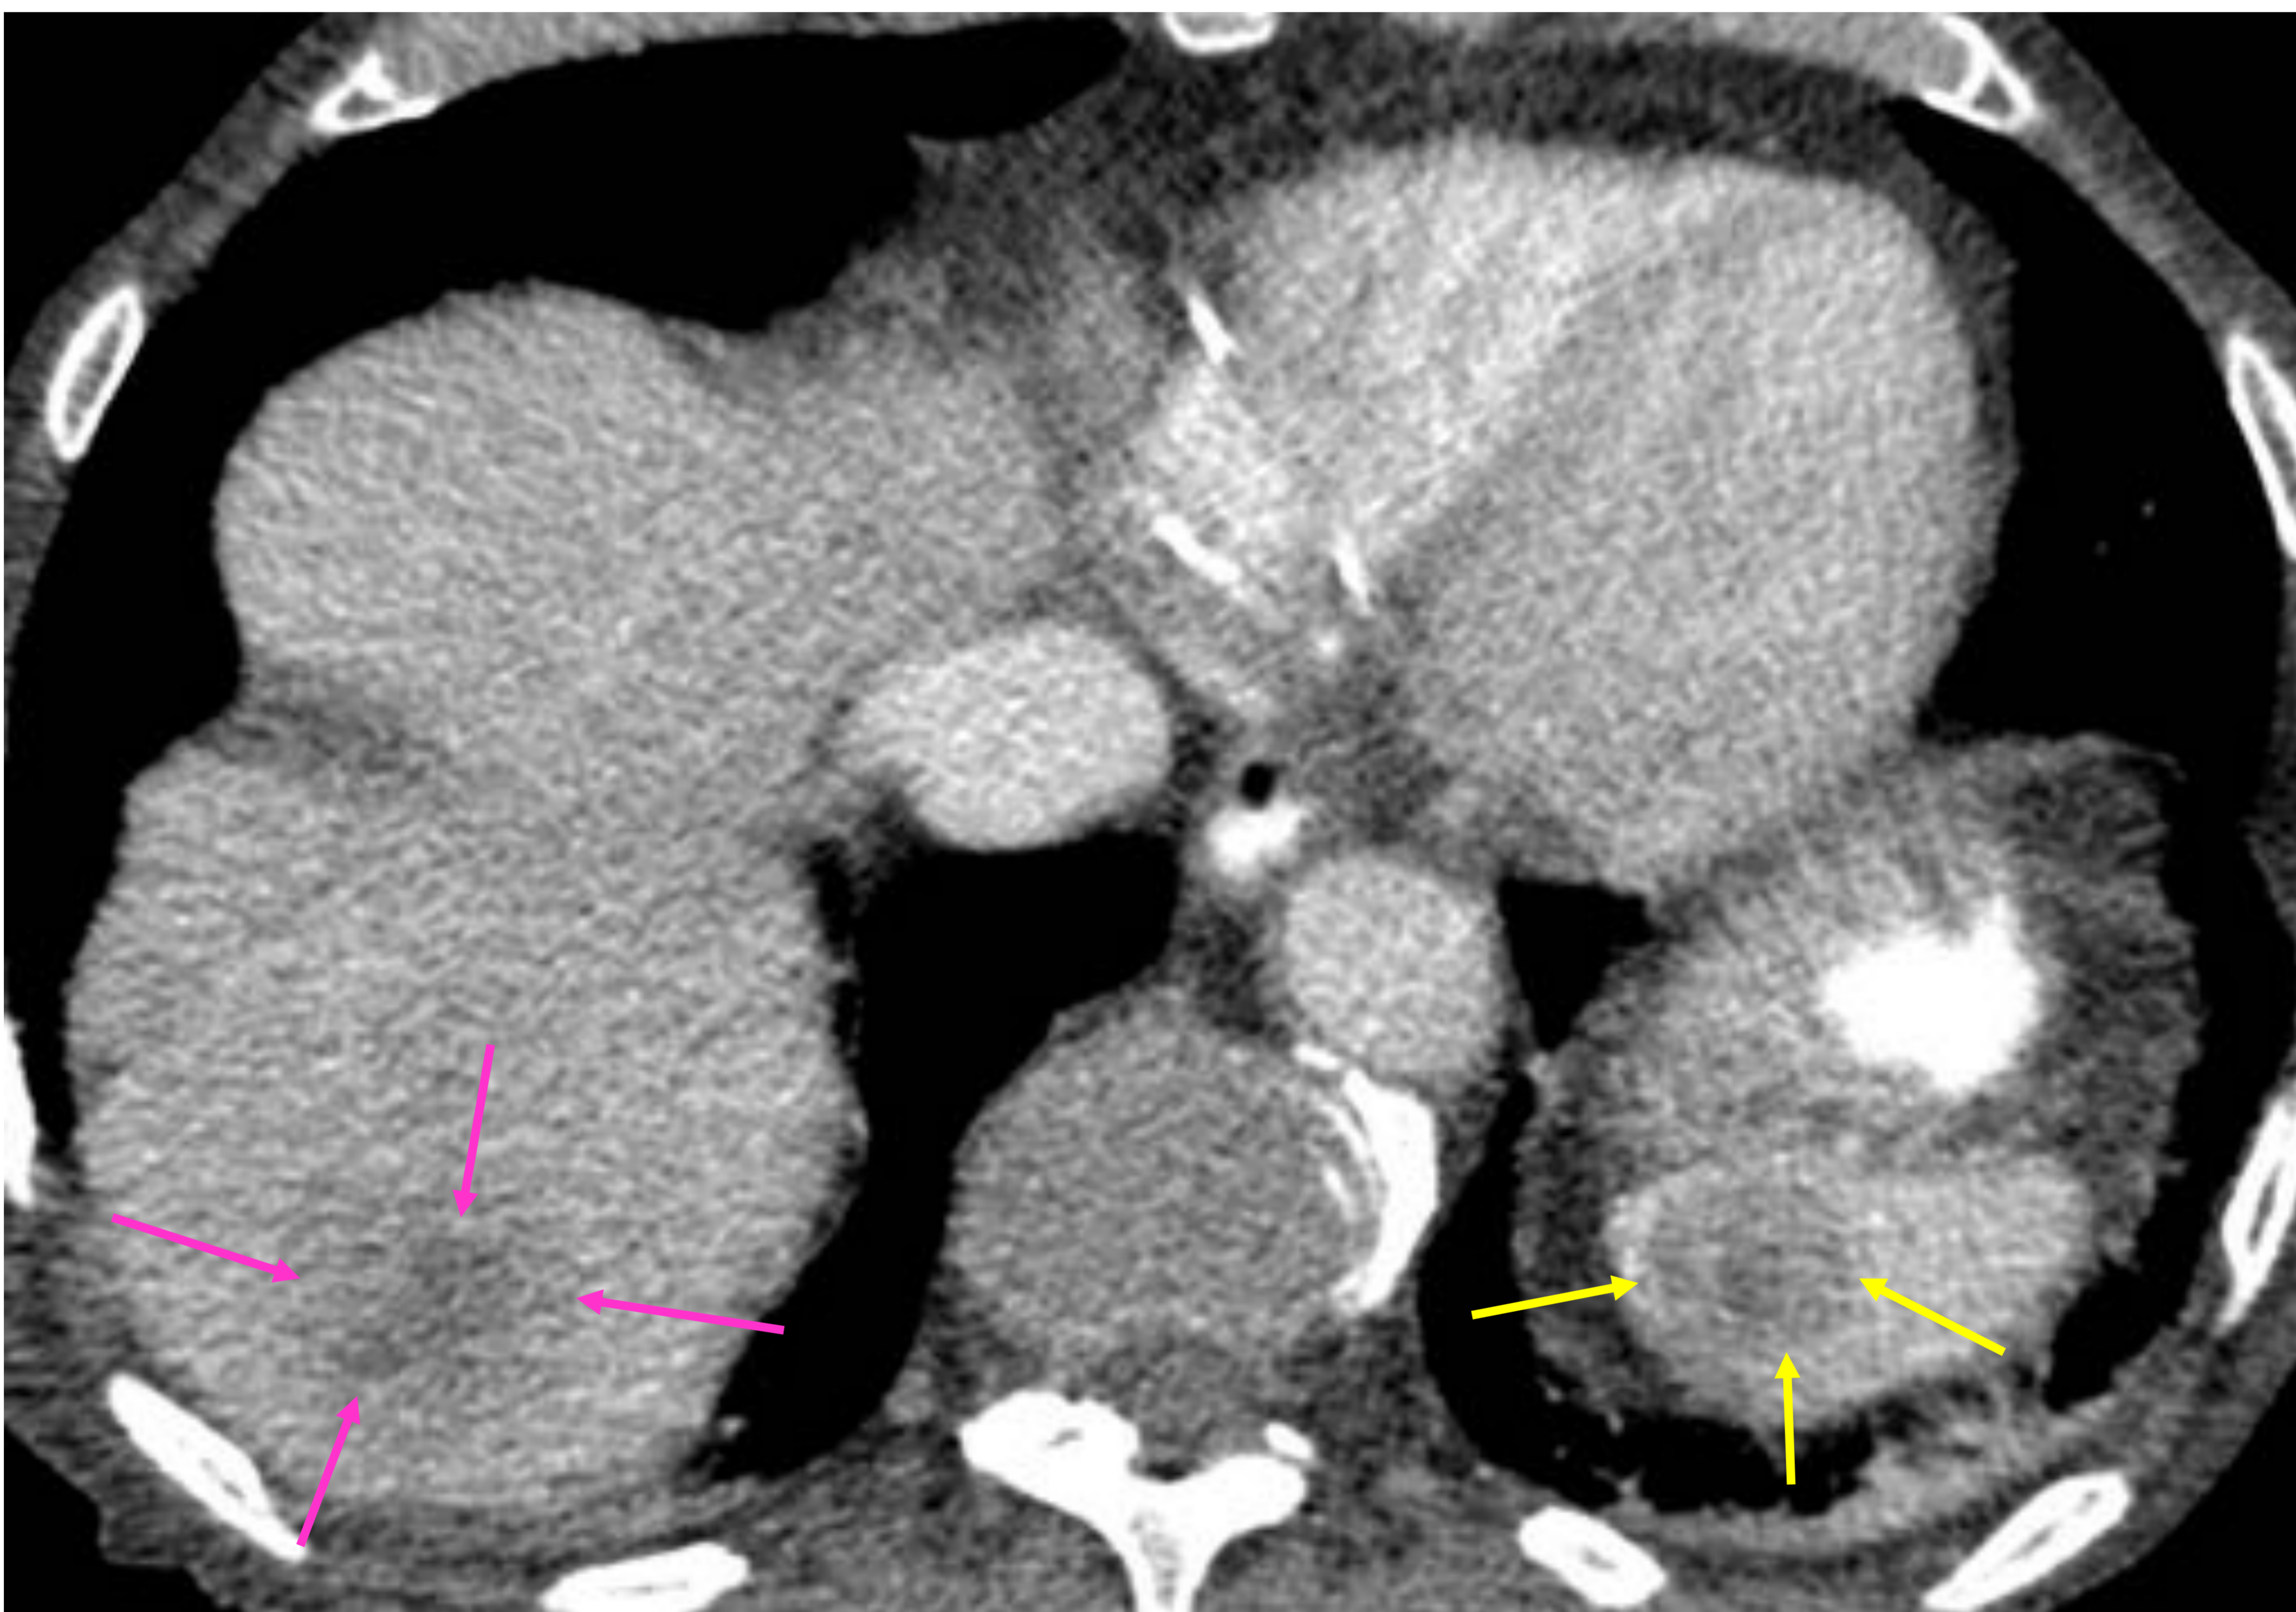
Imagen axial de TC con contraste i.v. en fase portal: lesión hipodensa en el polo esplénico superior (flecha amarilla), compatible con metástasis de adenocarcinoma pulmonar.. Se aprecia otra lesión focal hipodensa de bordes mal definidos en el lóbulo hepático derecho (flechas rosas), también en relación con metástasis.
